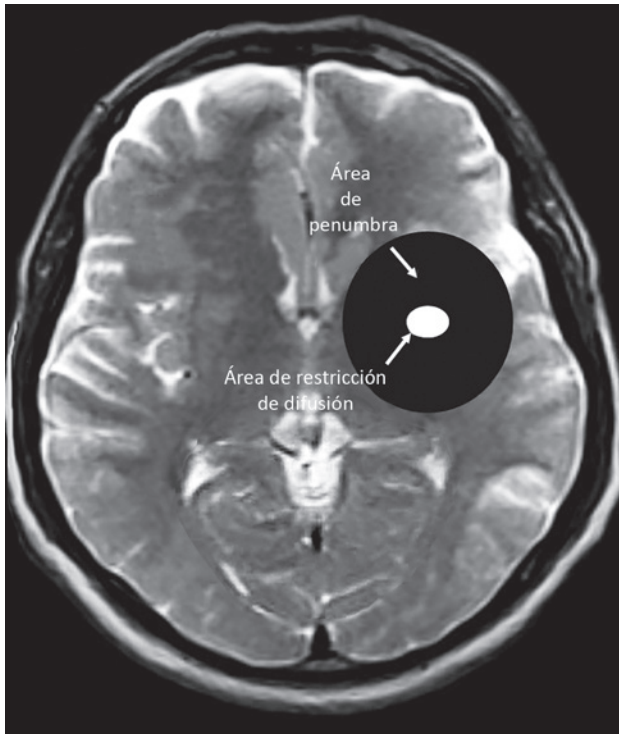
Imagen de resonancia magnética nuclear donde el área en negro es la zona hipoperfundida que se identifica en la perfusión y la blanca el área isquémica que se observa en la de difusión, cuando existe una mayor área en la perfusión que en la de difusión sugiere que el área de penumbra es mayor de la isquémica, beneficiándose estos pacientes de una intervención aguda.
